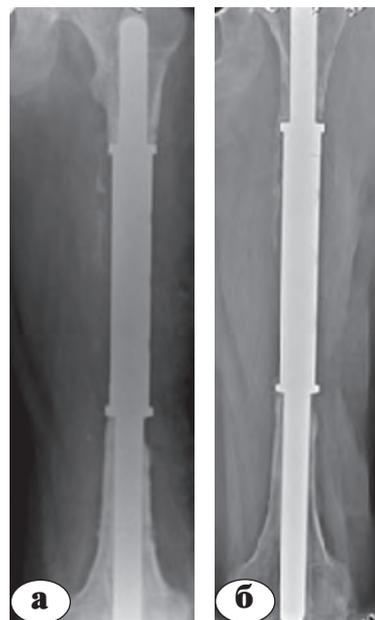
Рентгенограммы левого бедра пациента С. в прямой проекции сразу после операции (а), через 1,5 года после эндопротезирования (б)
